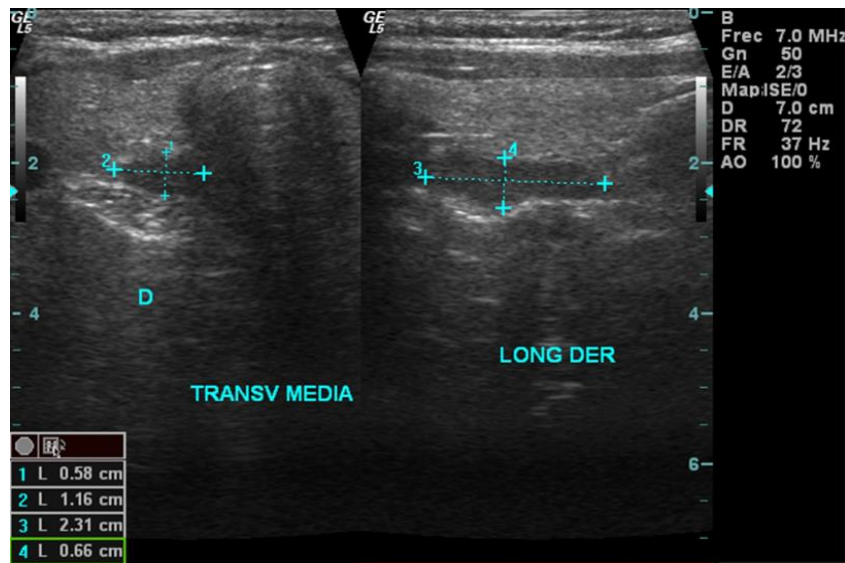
Ecografía de paratiroides. Se observa un adenoma de paratiroides hipo-ecoico y de morfología alargada, de 23 x 11 x 6 mm, para-traqueal y retro-tiroideo derecho.
